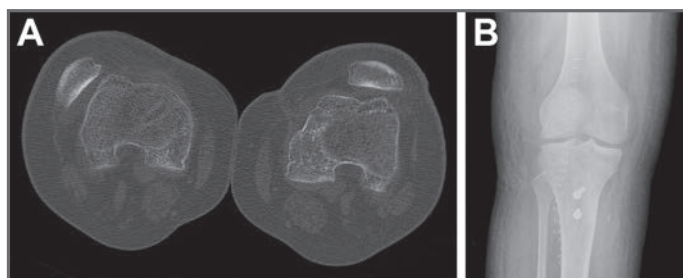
A. TC preoperatoria en la que se aprecia la luxación de la rótula derecha. B. Rx anteroposterior postoperatoria tras llevar a cabo la realineación rotuliana.
